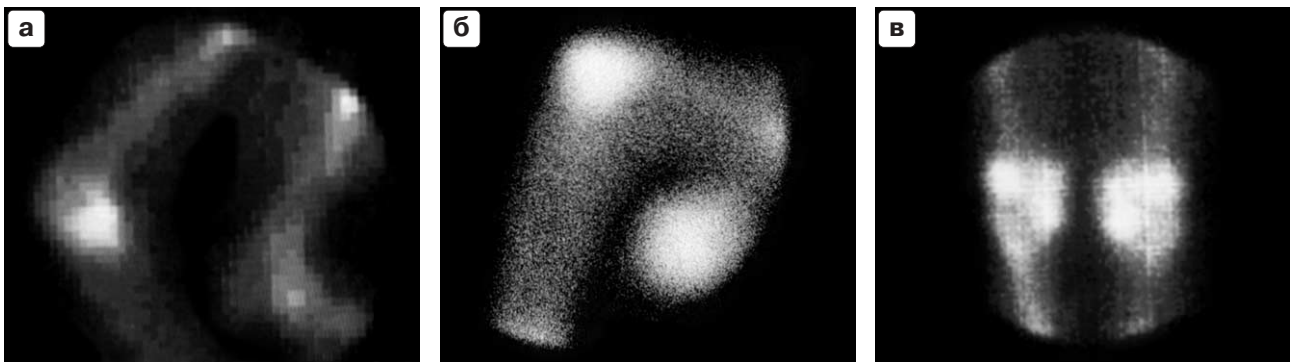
Сцинтиграфия коленных суставов при ревматоидном артрите на разных фазах развития процесса. а – в начальной фазе синовита без выраженных экссудативных изменений, б – при наличии экссудативного процесса, в – в стадии дегенеративно-пролиферативных изменений.
